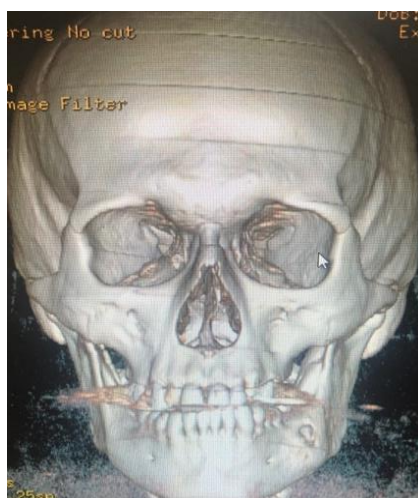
КТ реконструкция пациент А. – 27 лет. История болезни № 2475. D.S: обширная фолликулярная киста тела нижней челюсти слева
